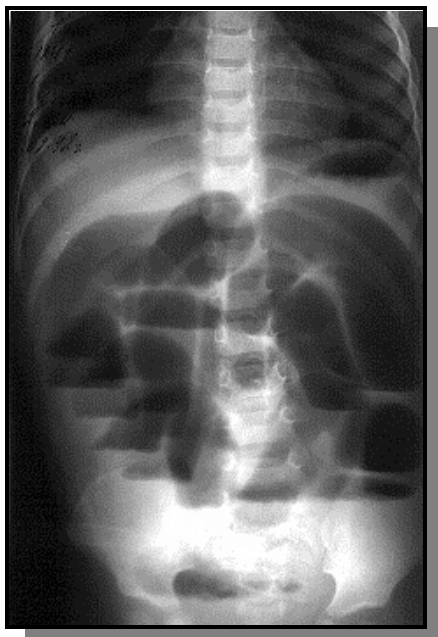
Острая спаечная кишечная непроходимость - обзорная рентгенограмма брюшной полости.
